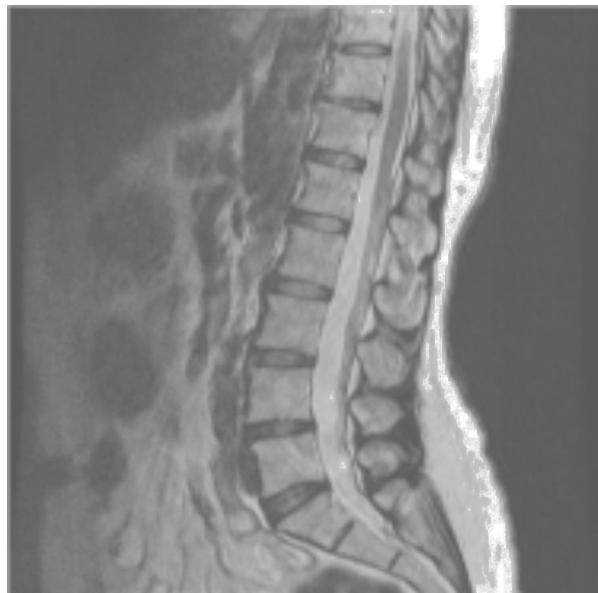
En la resonancia magnética nuclear se pone de manifiesto un cierto grado de deshidrataciones discales con moderadas salidas difusas de anillos fibrosos de discos intervertebrales L4-L5 y L5-S1 con pequeño desgarro anular posterior a nivel L5-S1. También presenta fenómenos degenerativos interapofisarios, que ocasionan disminución de calibre de forámenes a nivel L4-L5 y L5-S1, de mayor entidad a nivel L4-L5 derecho.
